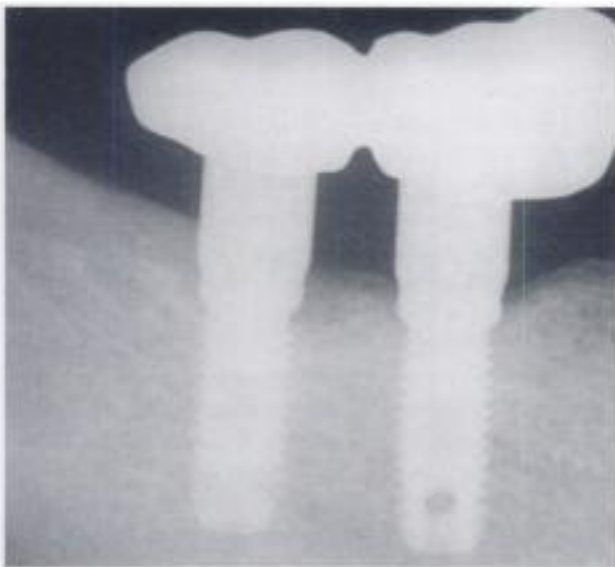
Imagen opaca periimplantaria (radiografía intrabucal).
